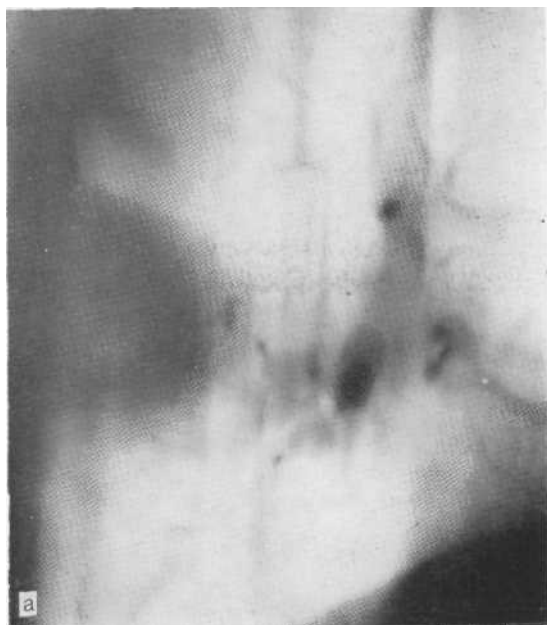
Томограмма в боковой проекции справа (а) и бронхограмма (б). Хронический абсцесс. Контуры тени нечеткие, несколько бугристые, имеется полость распада у нижнего полюса. При направленной бронхографии контрастирована полость распада, деформированы бронхи VI и базальных сегментов.
